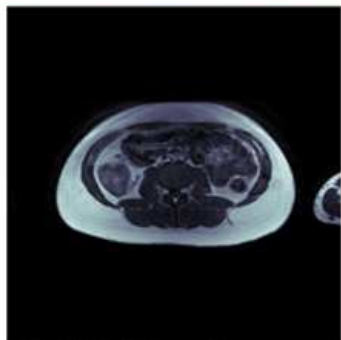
RM 18 Meses [Fuente propia]
